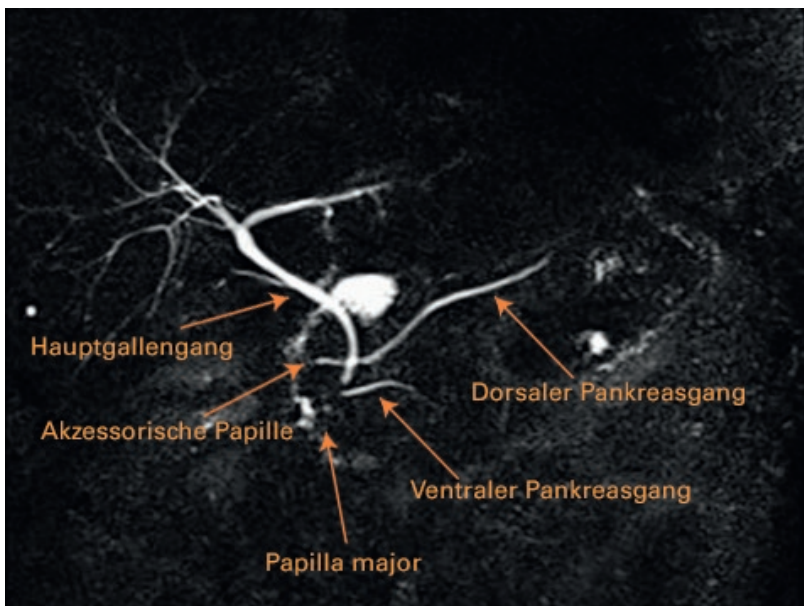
Magnetresonananz-Cholangiopankreatikographie des Patienten.
